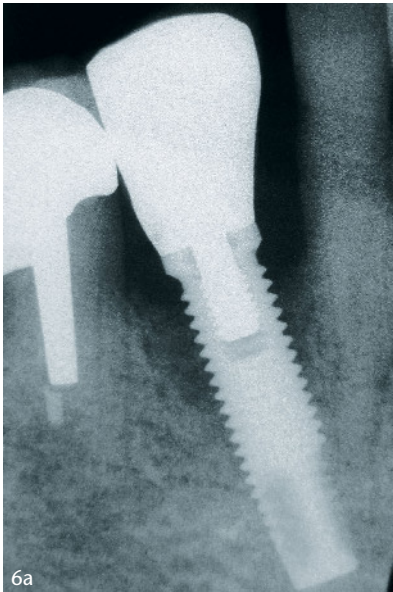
Fallbericht 3 – Regenerative Periimplantitistherapie an einem Implantat Regio 43; Abb. 6a: Röntgenbefund vor Therapie; Abb. 6b: Röntgenbefund 2,5 Jahre nach Therapie; Abb. 6c: Röntgenbefund 6 Jahre nach Therapie; Abb. 6d: Klinische Situation vor Therapie; Abb. 6e: Intraoperatives Foto – Darstellung des knöchernen Defektes (dreiwandiger Defekt) nach Dekontamination der Implantatoberfläche; Abb. 6f: Klinische Situation nach Reposition des Mukoperiostlappens und Nahtverschluss; Abb. 6g: Klinische Situation 2,5 Jahre nach Therapie
